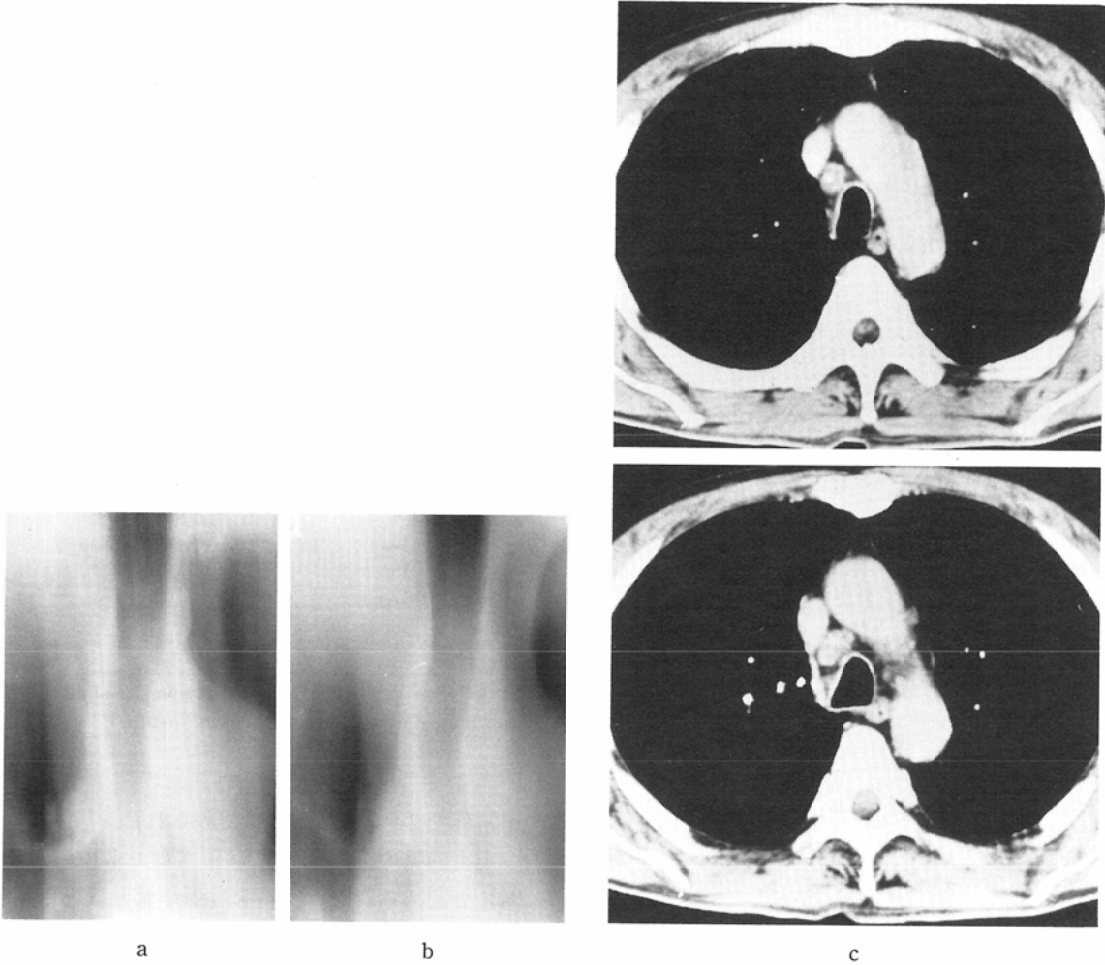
a): AP tomogram through the plane of the trachea. b): AP tomogram through the plane 1cm in front of a). C): CT.
